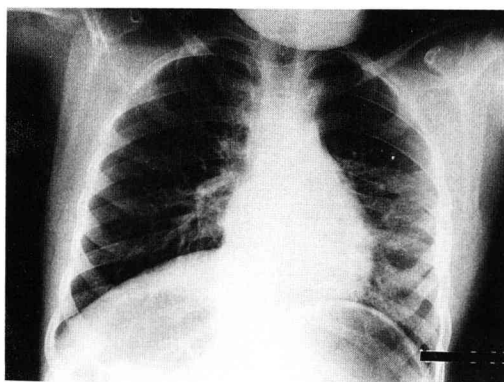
Preoperative chest X-ray film. The lungs were clear and cardiothoracic ratio was 40%.
